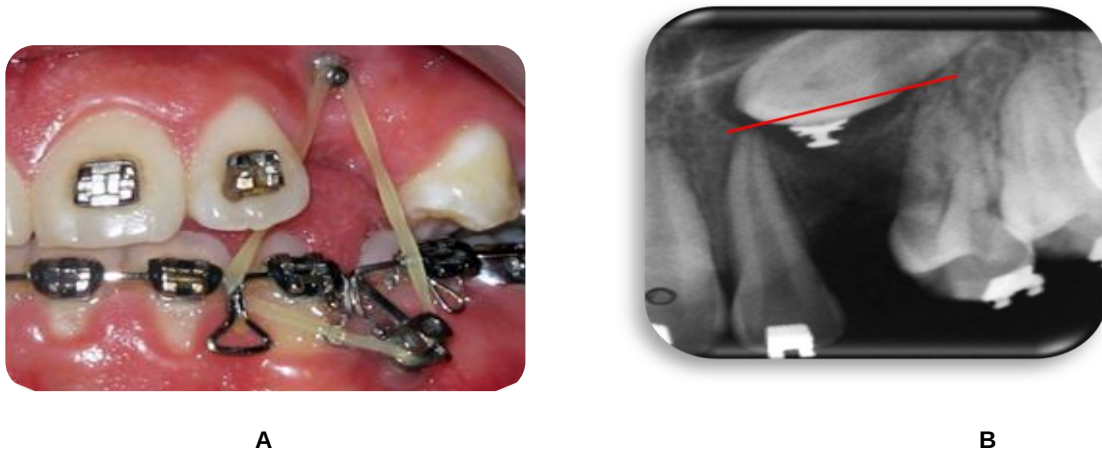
Diente 23. A. Fotografía intraoral; B. Radiografía periapical
